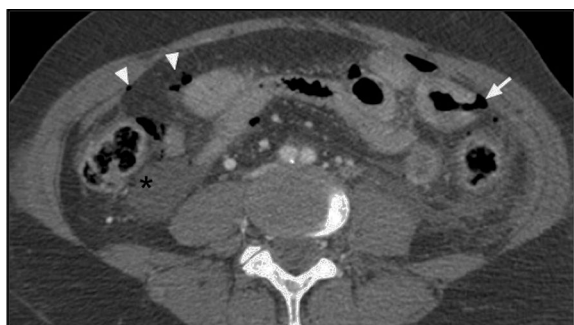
TC de abdomen en el que se observa líquido peritoneal (asterisco), neumoperitoneo (puntas de flecha) y foco de perforación intestinal (flecha) de un asa intestinal de pared engrosada.
